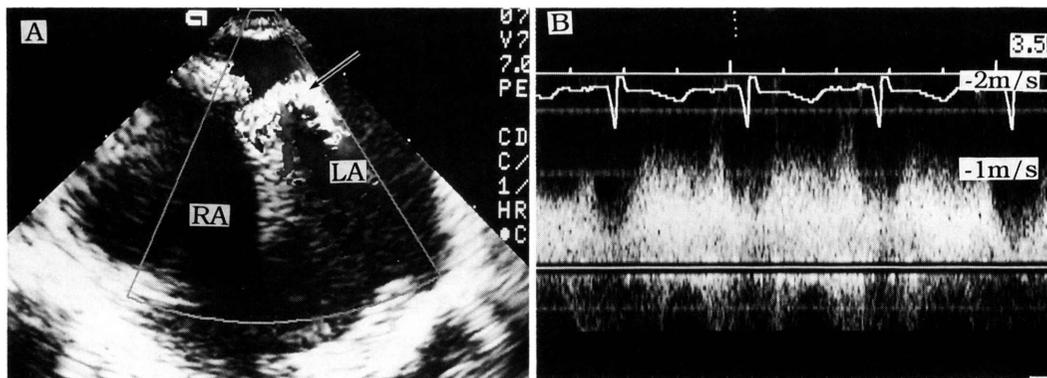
経皮的開窓術後の心房間 Gore-Tex baffle 部の経食道エコー図 (A) で矢印は開窓部を通る血流を示す。同部の経胸壁心エコーでのパルスドップラー所見で流速1.6m/秒の右→左方向の連続性血流が計測された。
